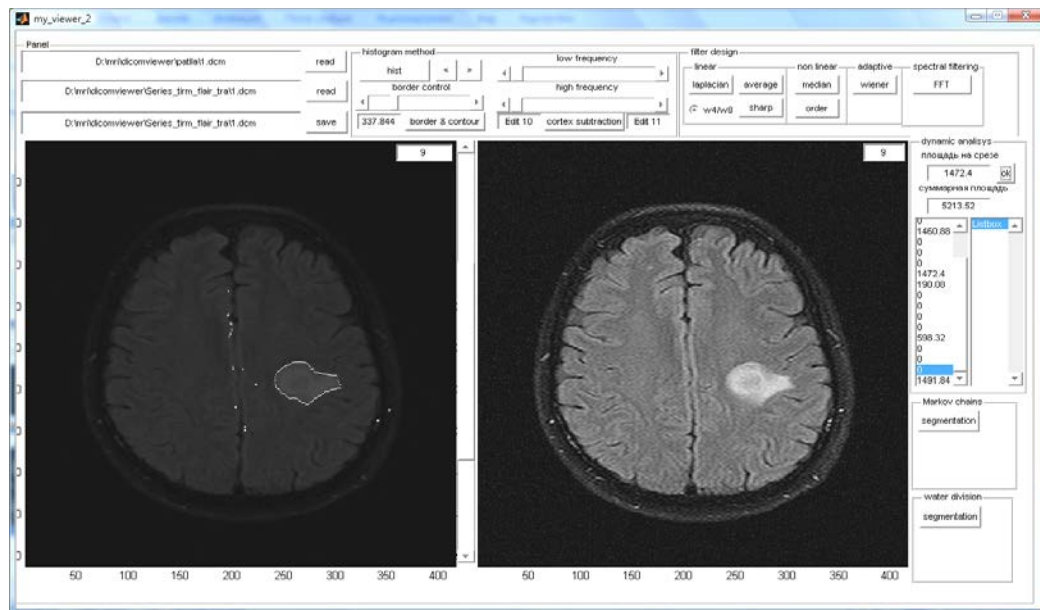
Рабочее пространство программного комплекса для сегментации и картирования МРТ изображений
